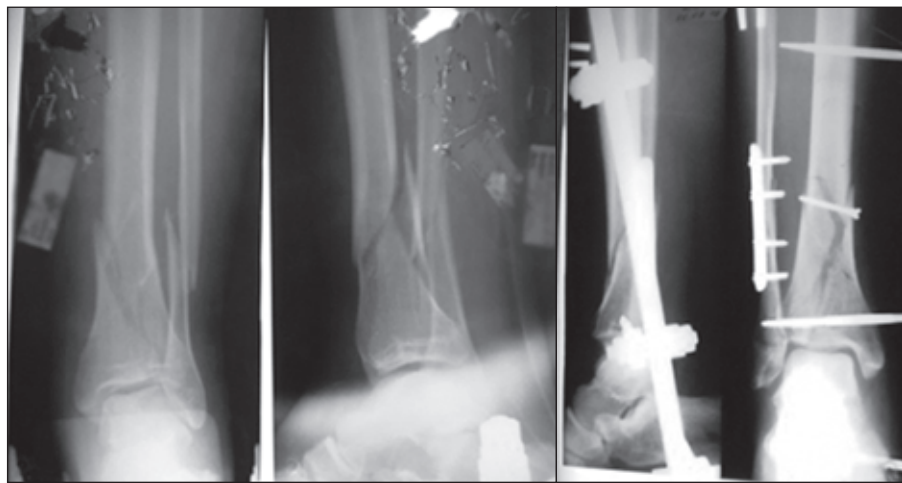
Фотоотпечатки рентгенограмм пациента К., произведенных до и после операции (открытая репозиция отломков pilon'a и остеосинтез малоберцовой кости, репозиционный остеосинтез большеберцовой кости, внеочаговый остеосинтез СНФ)
